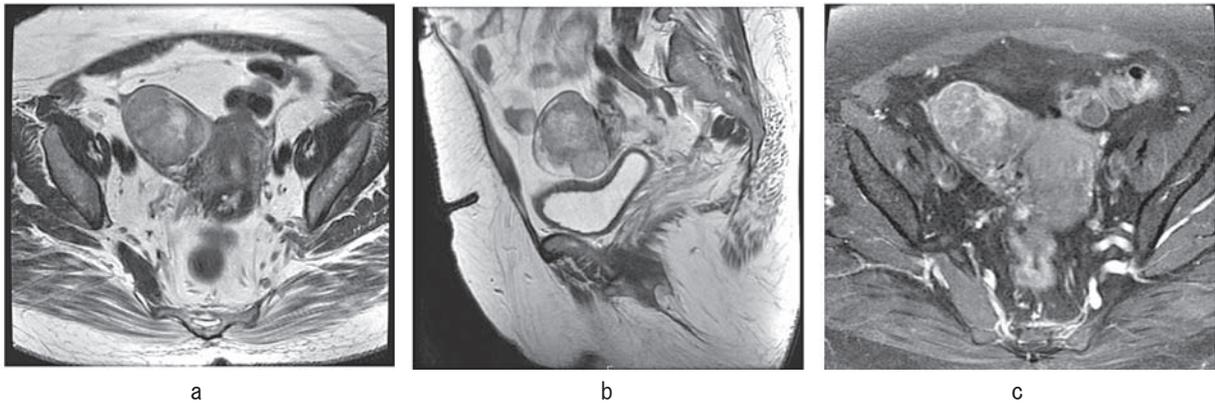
骨盤MRI画像。右卵巣は54×45×60mm大の充実性腫瘍でT2強調画像では中間信号であった。ガドリニウムで不均一に軽度の造影効果を認めた。
